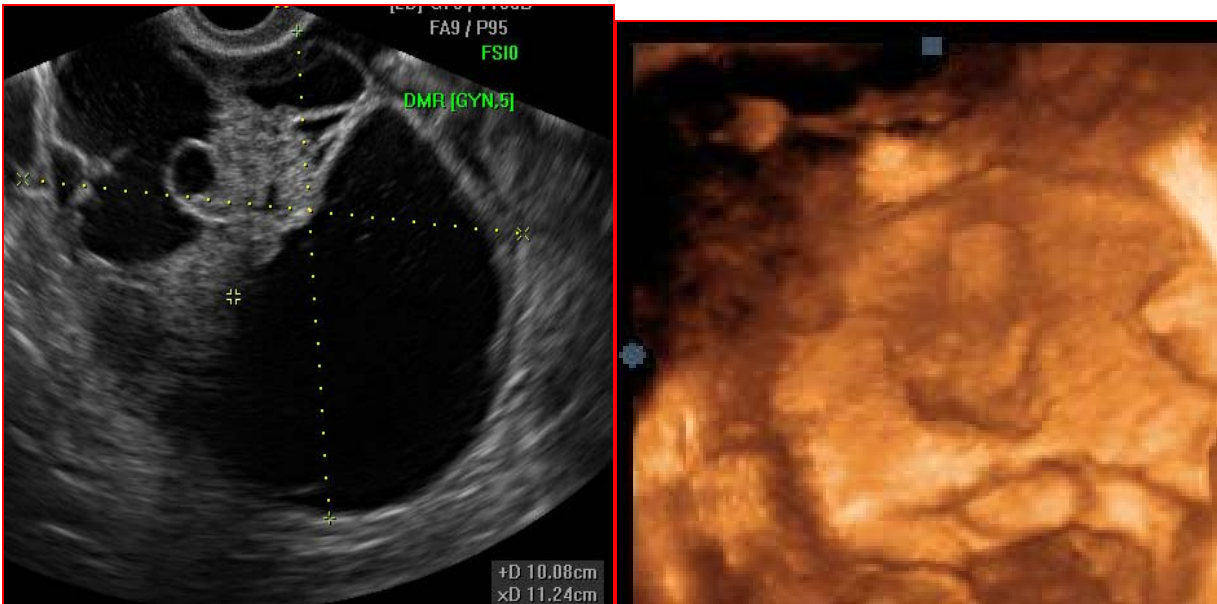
Caratteristiche ecografiche in 2D e 3D di cistoadenofibroma
